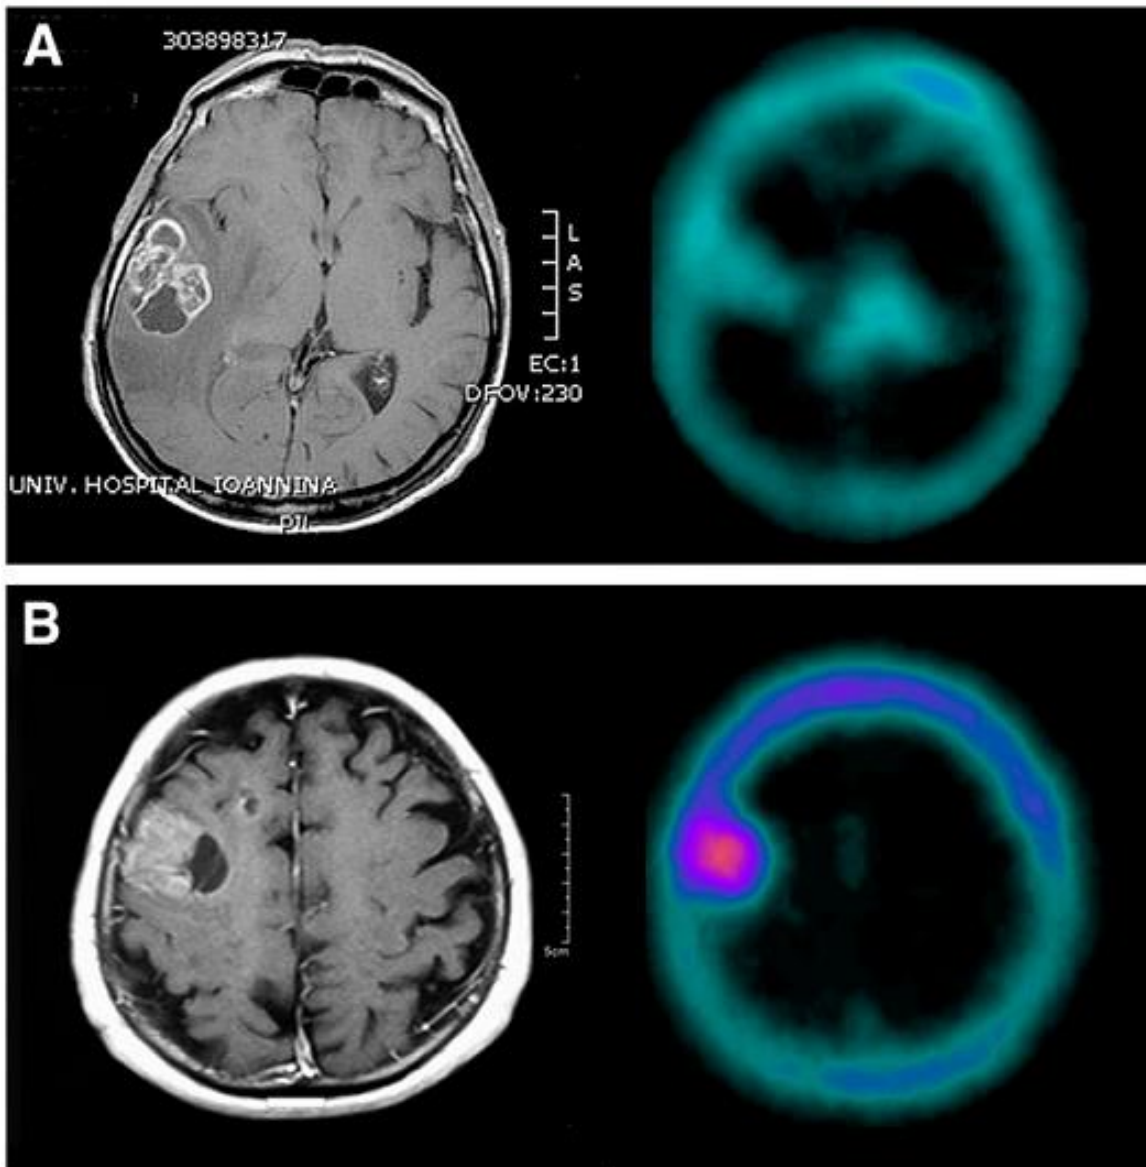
Imagem de RM e SPECT que mostram um GBM no córtex frontal com níveis diferentes de captação (17)
